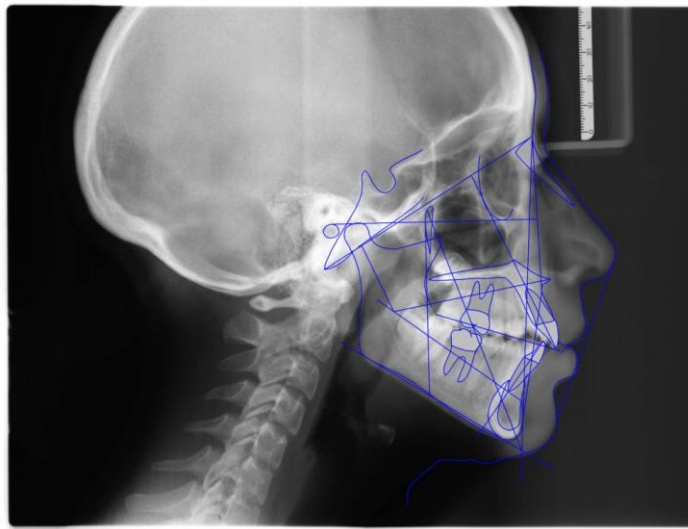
Radiografía lateral con la localización de los planos
